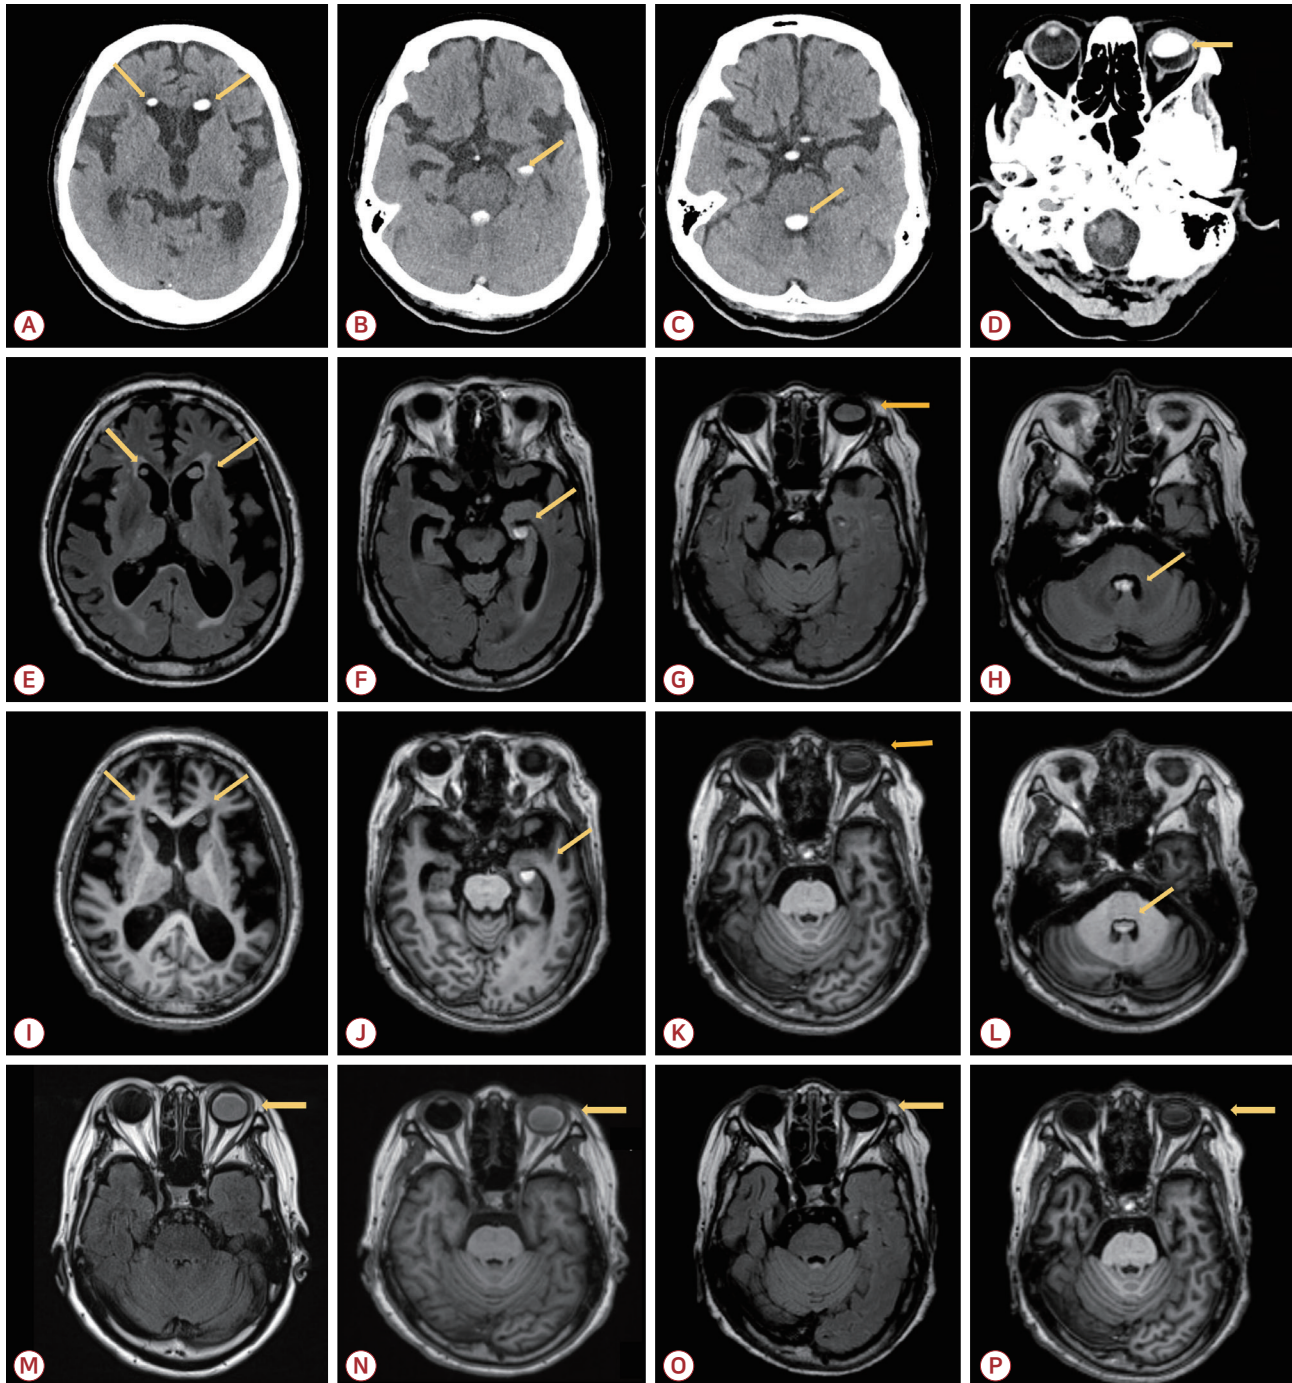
Axial non-enhanced brain CT showed bilateral hyperdense lesions in the frontal horns of the lateral ventricles, left medial temporal area, 4th ventricle and left eyeball (arrows) (A-D). T2 weighted FLAIR axial MR image demonstrates ovoid-form high signal lesions in the corresponding areas (arrows) (E-H). T1 weighted axial MR image showed that the high signal material in the corresponding areas (arrows) (I-L). The amount of oil in the left vitreous has decreased compared with the image from 3 years ago in the T2W FLAIR image and T1W image in the brain MRI (arrow) (M-P). CT; computed tomography, MR; magnetic resonance, FLAIR; fluid attenuated inversion recovery, MRI; magnetic resonance imaging.
